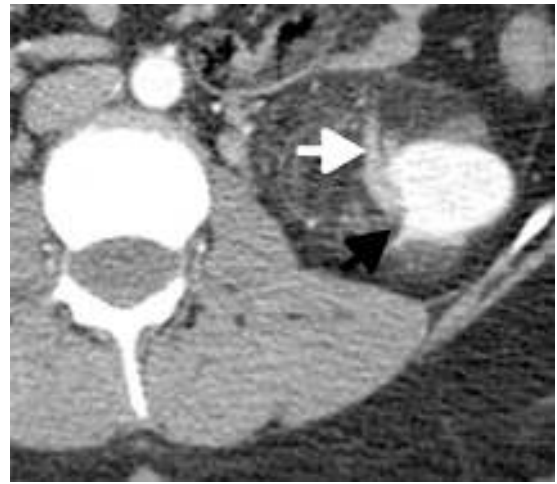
Corte axial de TC con medio de contraste. Se observa una masa en el tercio inferior del riñón izquierdo, donde se demuestra el defecto del parénquima renal (flecha blanca) y los vasos intralesionales dilatados (flecha negra) en una lesión que correspondía a AML.
